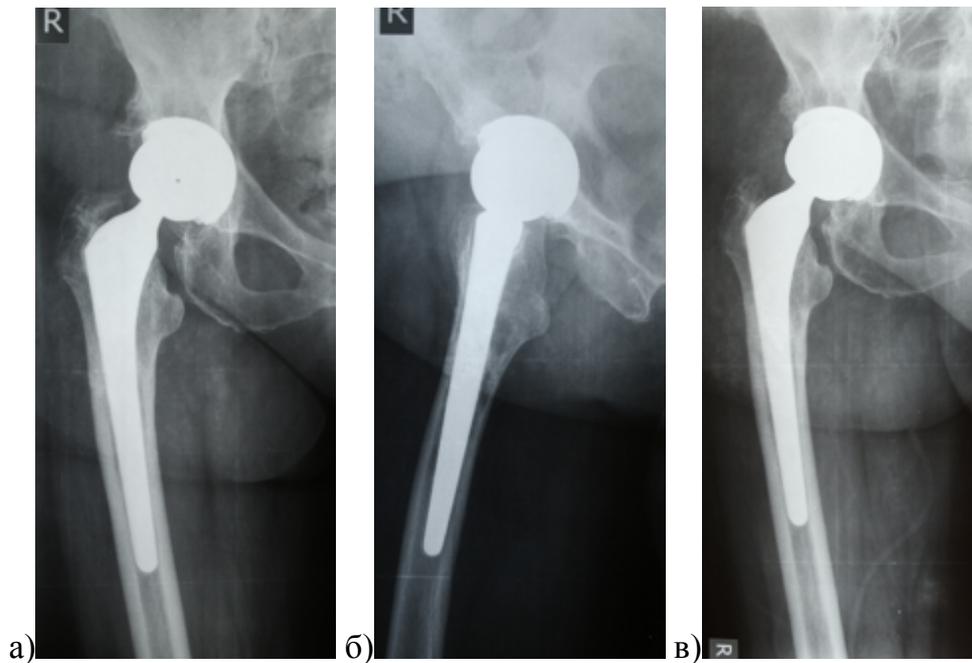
Рентгенограммы правого ТБС пациентки 70 лет, эндопротезирование 3 года назад по поводу первичного коксартроза, с самого первого времени после операции боль при наружной ротации: а) на прямой рентгенограмме определяется избыточно вертикальная позиция вертлужного компонента, компенсированная большим размером головки; б) на боковой рентгенограмме визуализируется выступающий над чашкой задний край; в) учитывая возраст пациентки, выполнена только резекция выступающего заднего края
